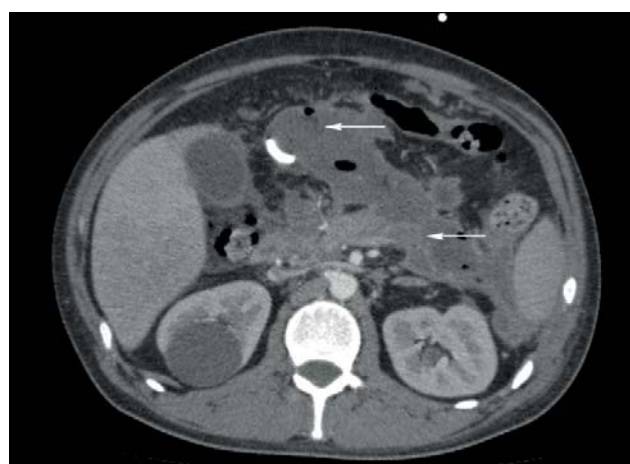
Компьютерная томограмма с внутривенным болюсным усилением, артериальная фаза. Массивная секвестрация с нагноением (показано стрелками) у 27 - летнего пациента после пункционного дренирования острых некротических скоплений под УЗИ-контролем. Неэффективность пункционного дренирования.
